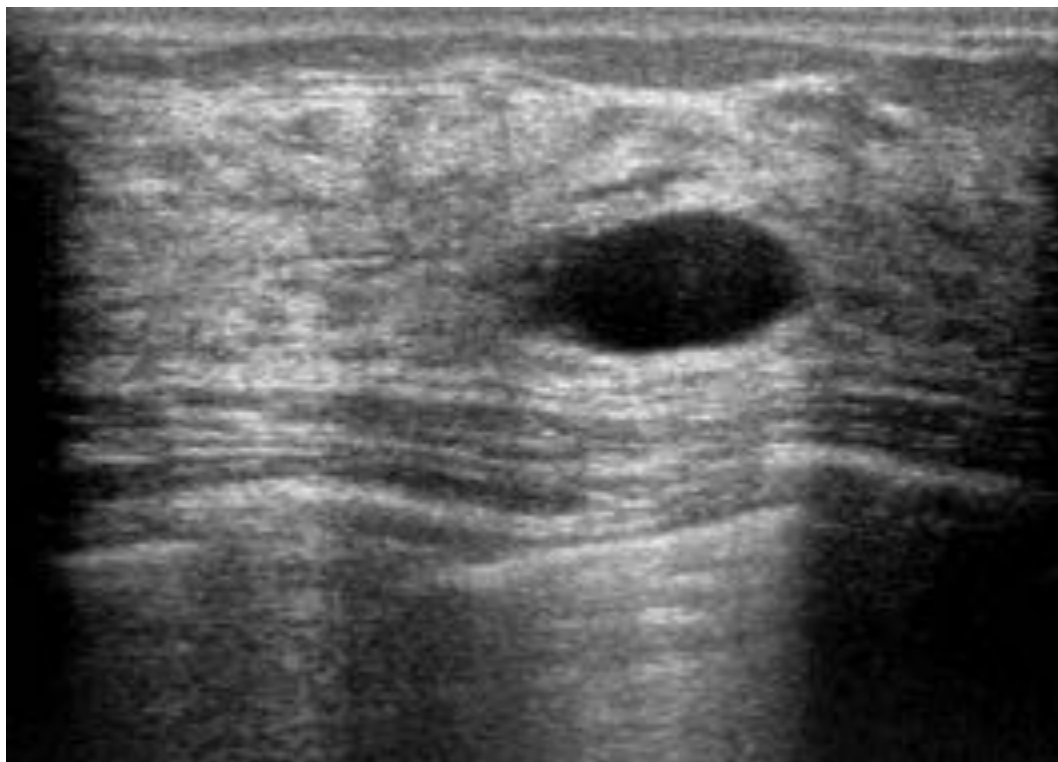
Ecografía mamaria en la que se observa una imagen anecoica ovoidea, de bordes bien definidos y refuerzo acústico posterior, en relación con quiste simple.
